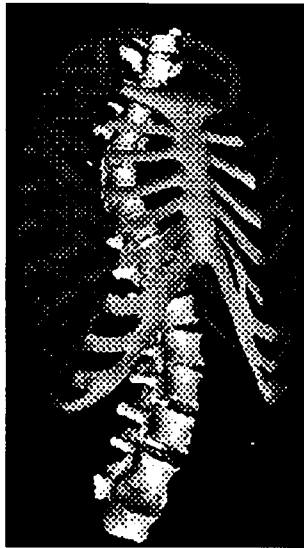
Modelo tridimensional da coluna vertebral e grade costal em doente com escoliose pela técnica de estereoradiografia. Adaptado de Dansereau e col. (1990).
